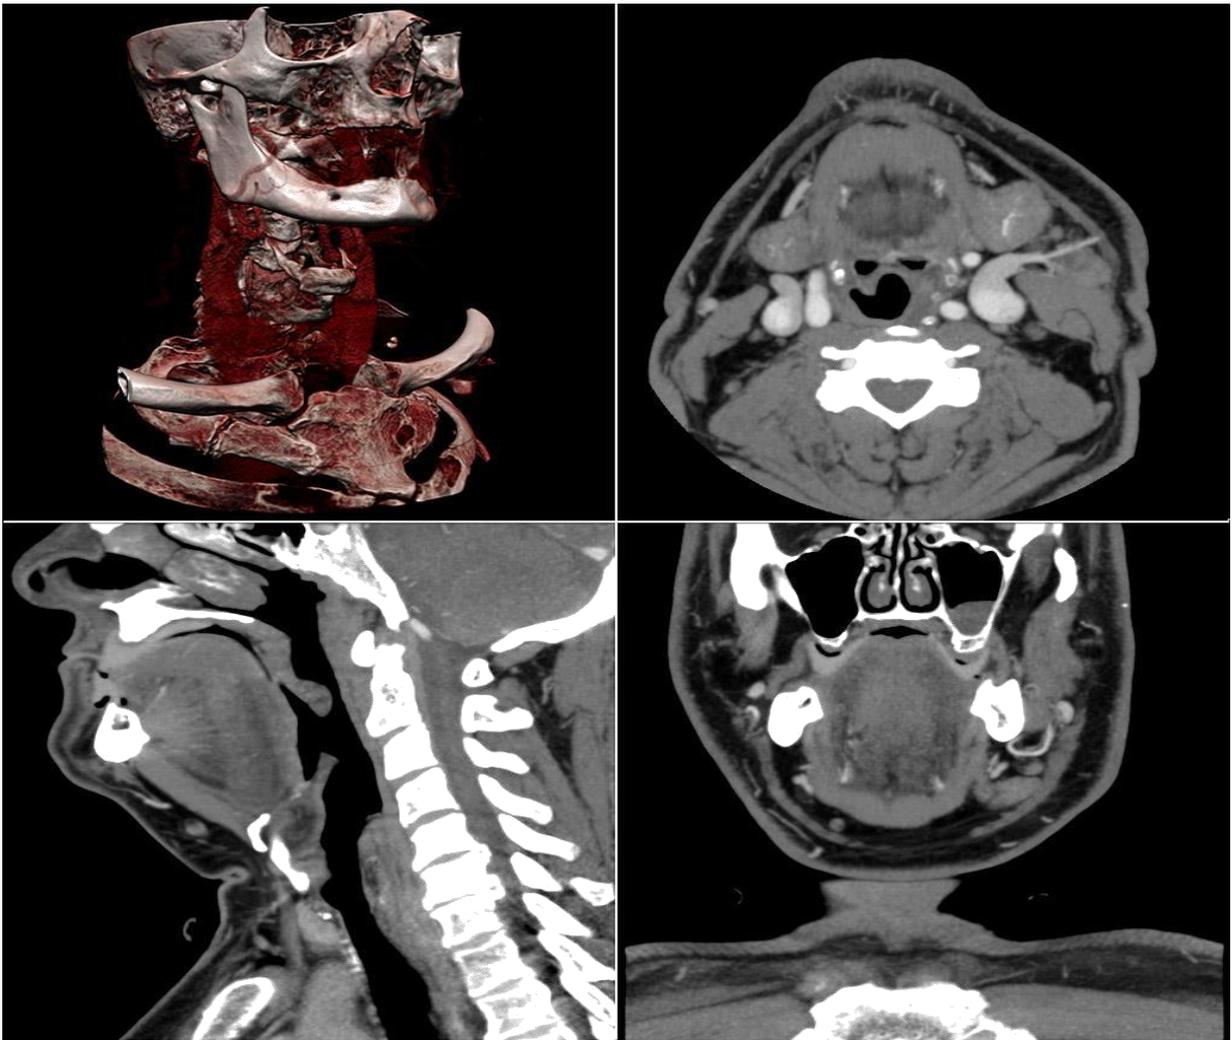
Багатошарова («мультиспіральна») комп'ютерна томографія із внутрішньовенним контрастним посиленням і трьохвимірною реконструкцією зображення.
